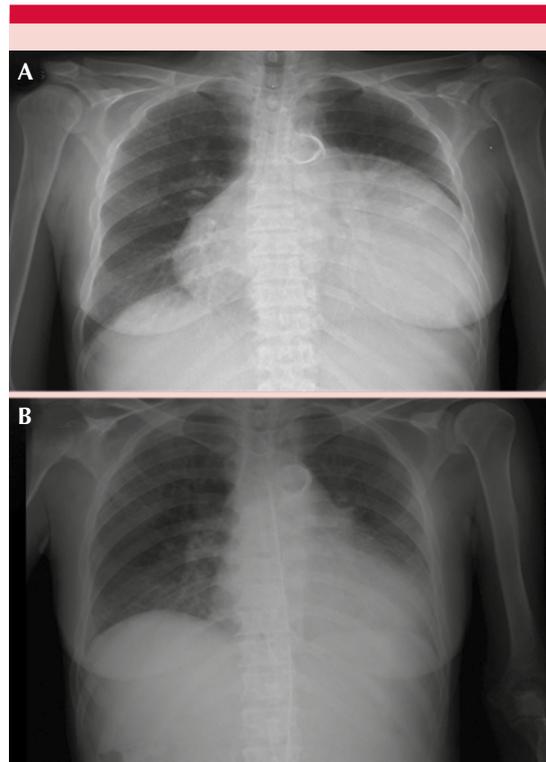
A. Radiografía de tórax que muestra derrame pericárdico masivo. B. Radiografía de tórax posterior a ventana pericárdica.
